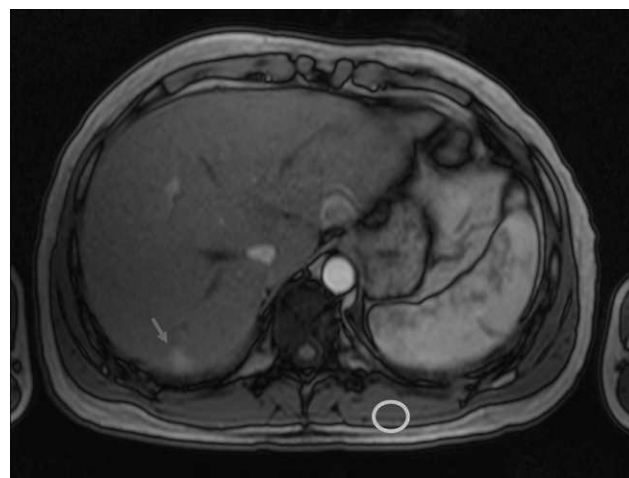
Resonancia magnetica nuclear hepática que muestra el hepatocarcinoma de 10 mm de diámetro en estadio inicial en segmento VII compatible.
